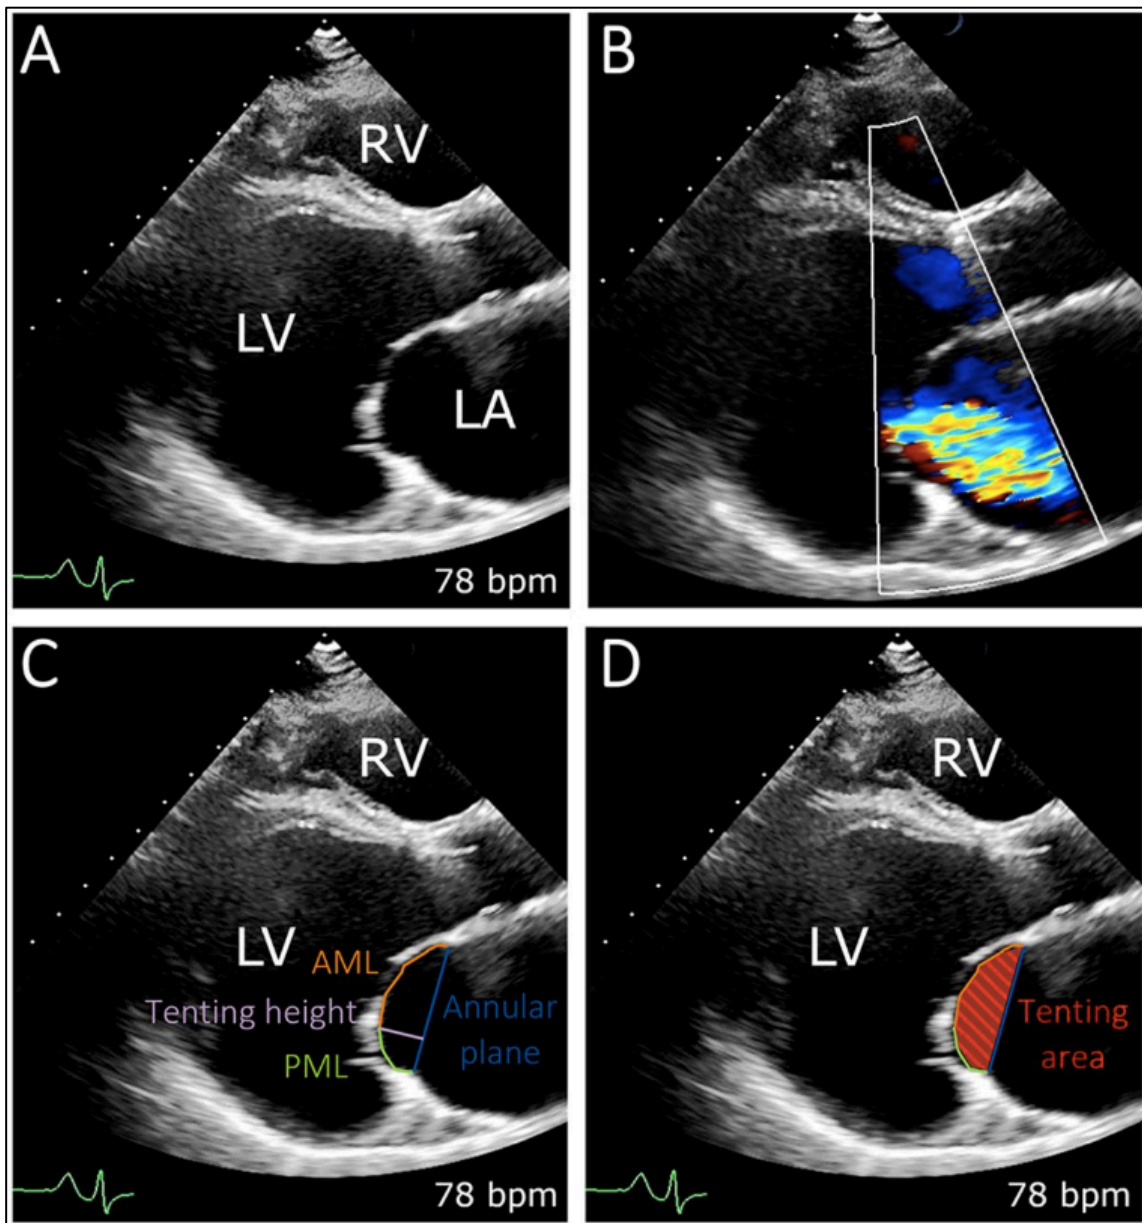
Echokardiographische Darstellung einer vSMI - A) Darstellung von linkem Ventrikel (LV), linken Atrium (LA) und rechtem Ventrikel (RV). B) Darstellung der SMI als zentrales Regurgitationsjet in der farbcodierten Duplexsonographie. C) Darstellung relevanter Tethering-Parameter. Die kompetente Mitralklappe schließt auf Höhe der Mitralklappenebene (Annular Plane). Durch das Tethering kommt es zur Zeltförmigen Aufspannung der Segel, was mit Hilfe der Tenting-Höhe (Tenting Hight) und D) Tenting-Fläche (Tenting Area) quantifiziert werden kann. AML: Vorderes Mitralklappensegel, PML: Hinteres Mitralklappensegel (Pausch et al., 2021).
